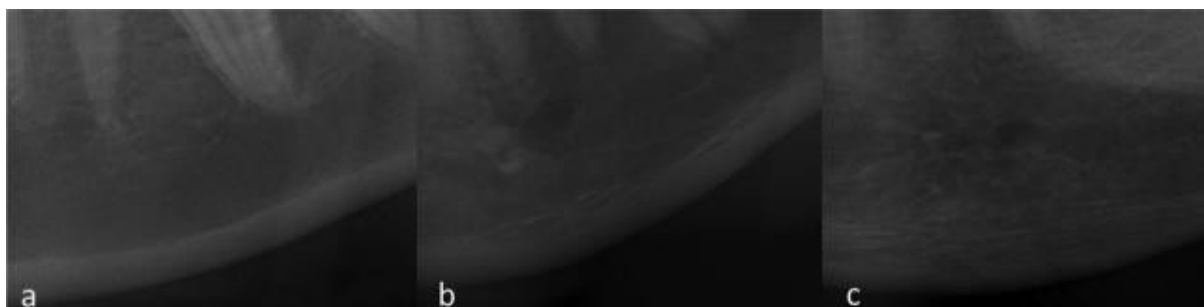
Radiografias panorâmicas mostrando as classificações dos índices C1, C2 e C3 por meio do córtex mandibular inferior
